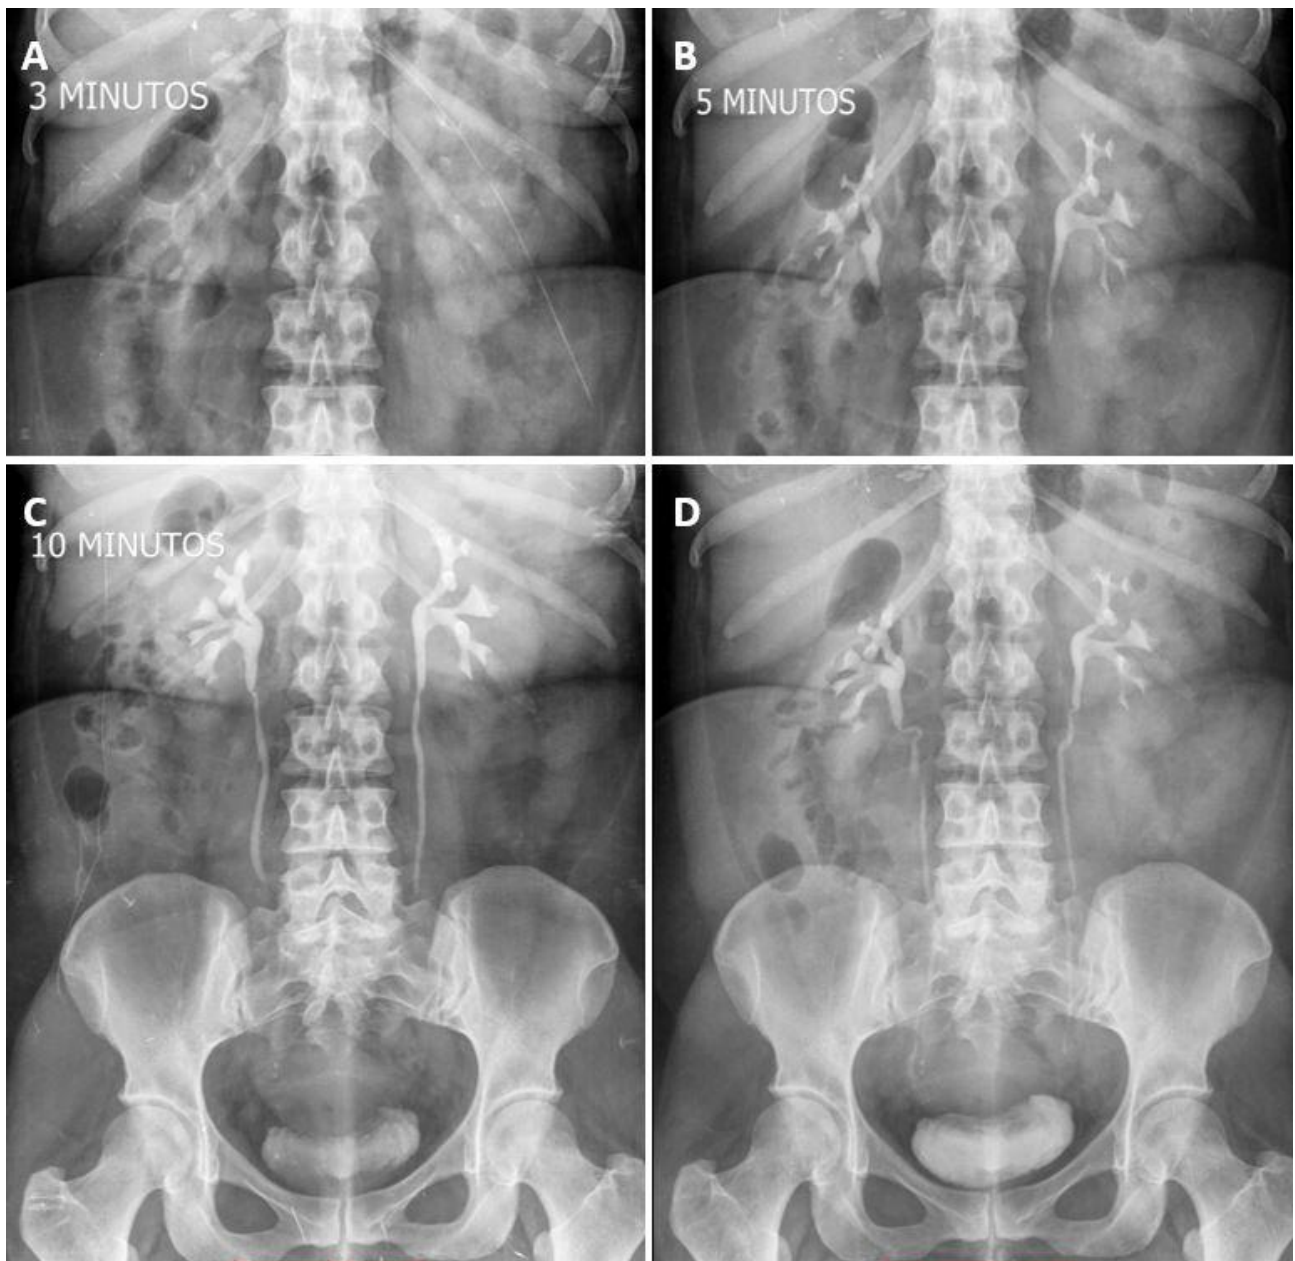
Exame de urografia excretora. Imagens obtidas pela radiografia (a) três minutos, (b) 5 minutos, (c) 10 minutos) e (d) 15 minutos após a injeção do meio de contraste via venosa mostrando a opacificação dos sistemas coletores renais.
